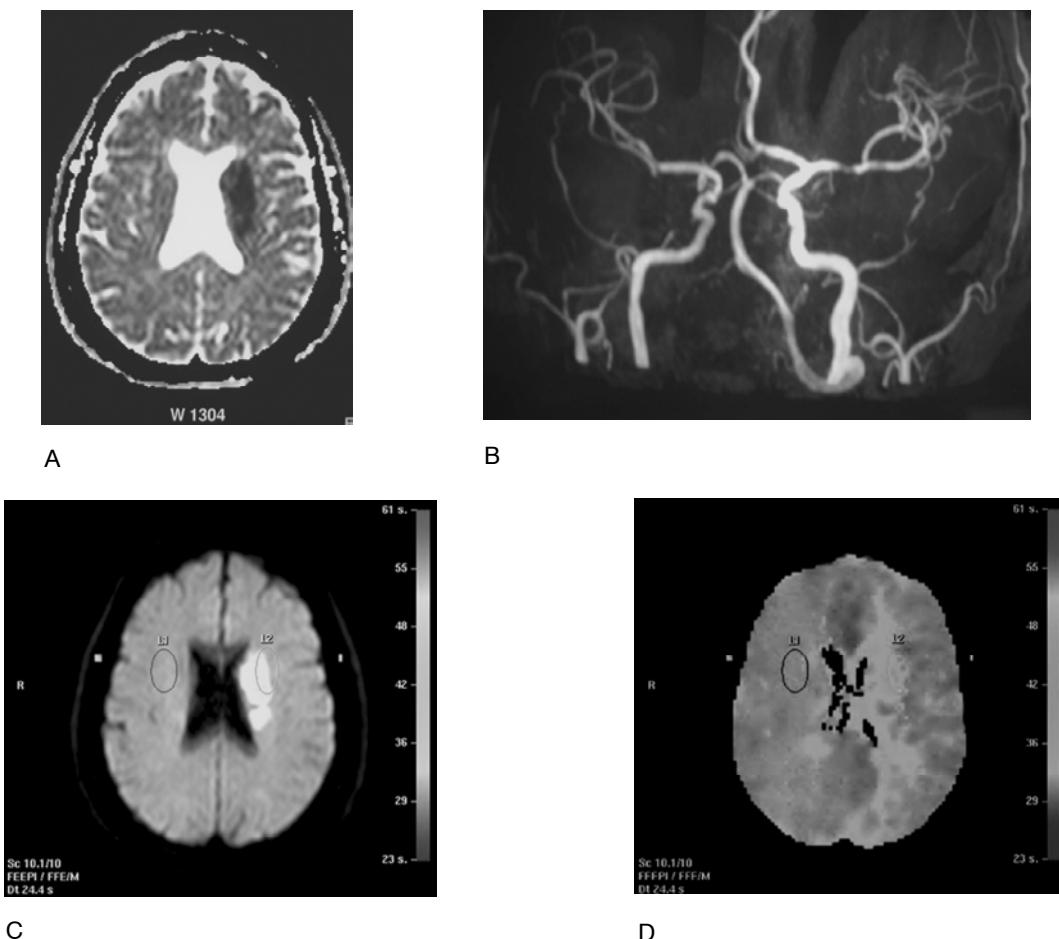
Estudio de imágenes en paciente con infarto de arteria cerebral media: A. Evidenciado con técnica de coeficiente aparente de difusión del agua (ADC). B. Área de obstrucción de la arteria cerebral media demostrada con angiorresonancia. C. Imagen de resonancia nuclear magnética con técnica de difusión. D. Estudio de perfusión del mismo paciente, que muestra un área de defecto de perfusión más extensa que el área afectada evidenciada en la difusión (*missmatch*). (Imágenes gentilmente proporcionadas por la Dra. Rosario Rosales.)
